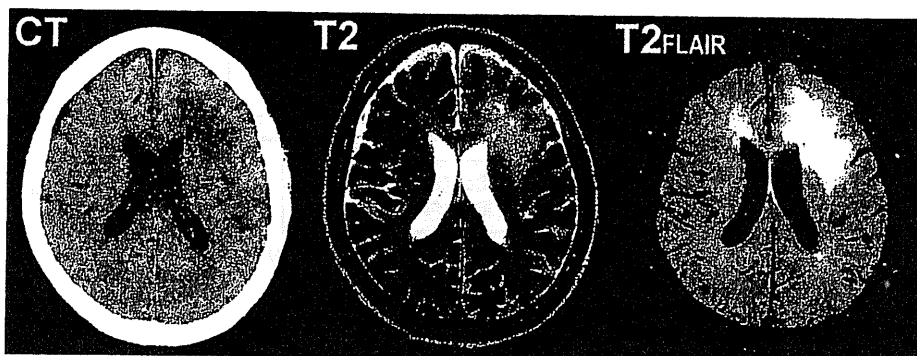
進行性多巣性白質脳症(PML)患者のCT, MRI所見
